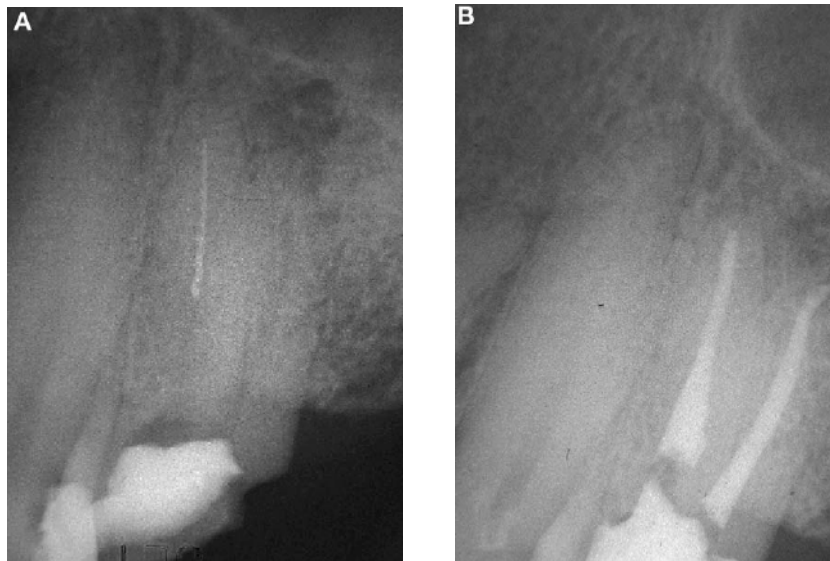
A) Rx preoperatorio, instrumento separado, B) instrumento removido con ultrasonido y obturado M.K.
